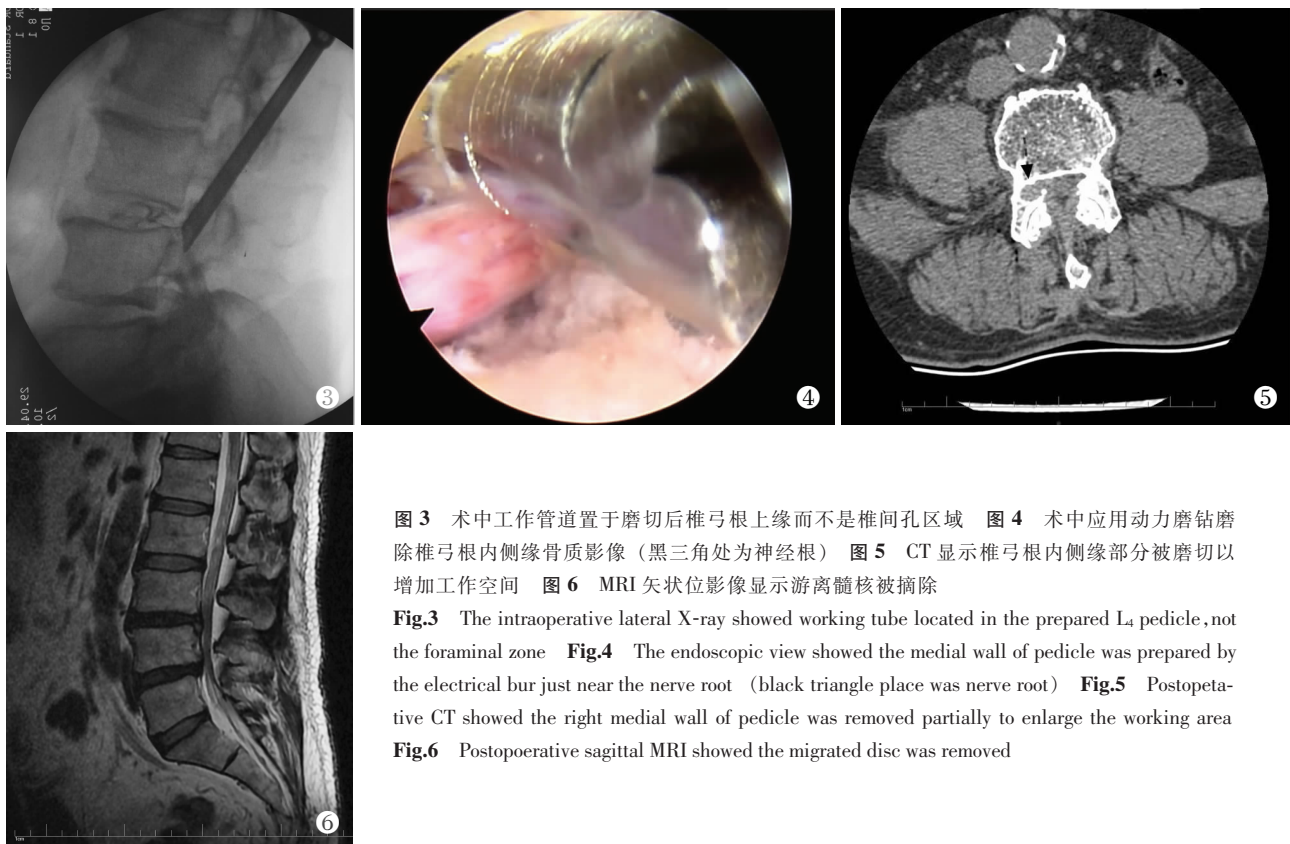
术中工作管道置于磨切后椎弓根上缘而不是椎间孔区域 图 4 术中应用动力磨钻磨除椎弓根内侧缘骨质影像(黑三角处为神经根) 图 5 CT 显示椎弓根内侧缘部分被磨切以增加工作空间 图 6 MRI 矢状位影像显示游离髓核被摘除
